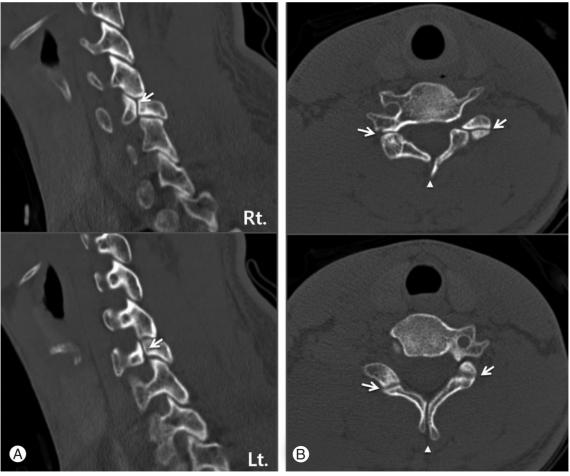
(A) Sagittal Computed tomography scan showing a well-corticated clefts at facet joint (arrow). (B) Axial computed tomography scan at the level of the pedicle of C6 revealing a well-corticated clefts (arrows) and spina bifida(arrowhead).
